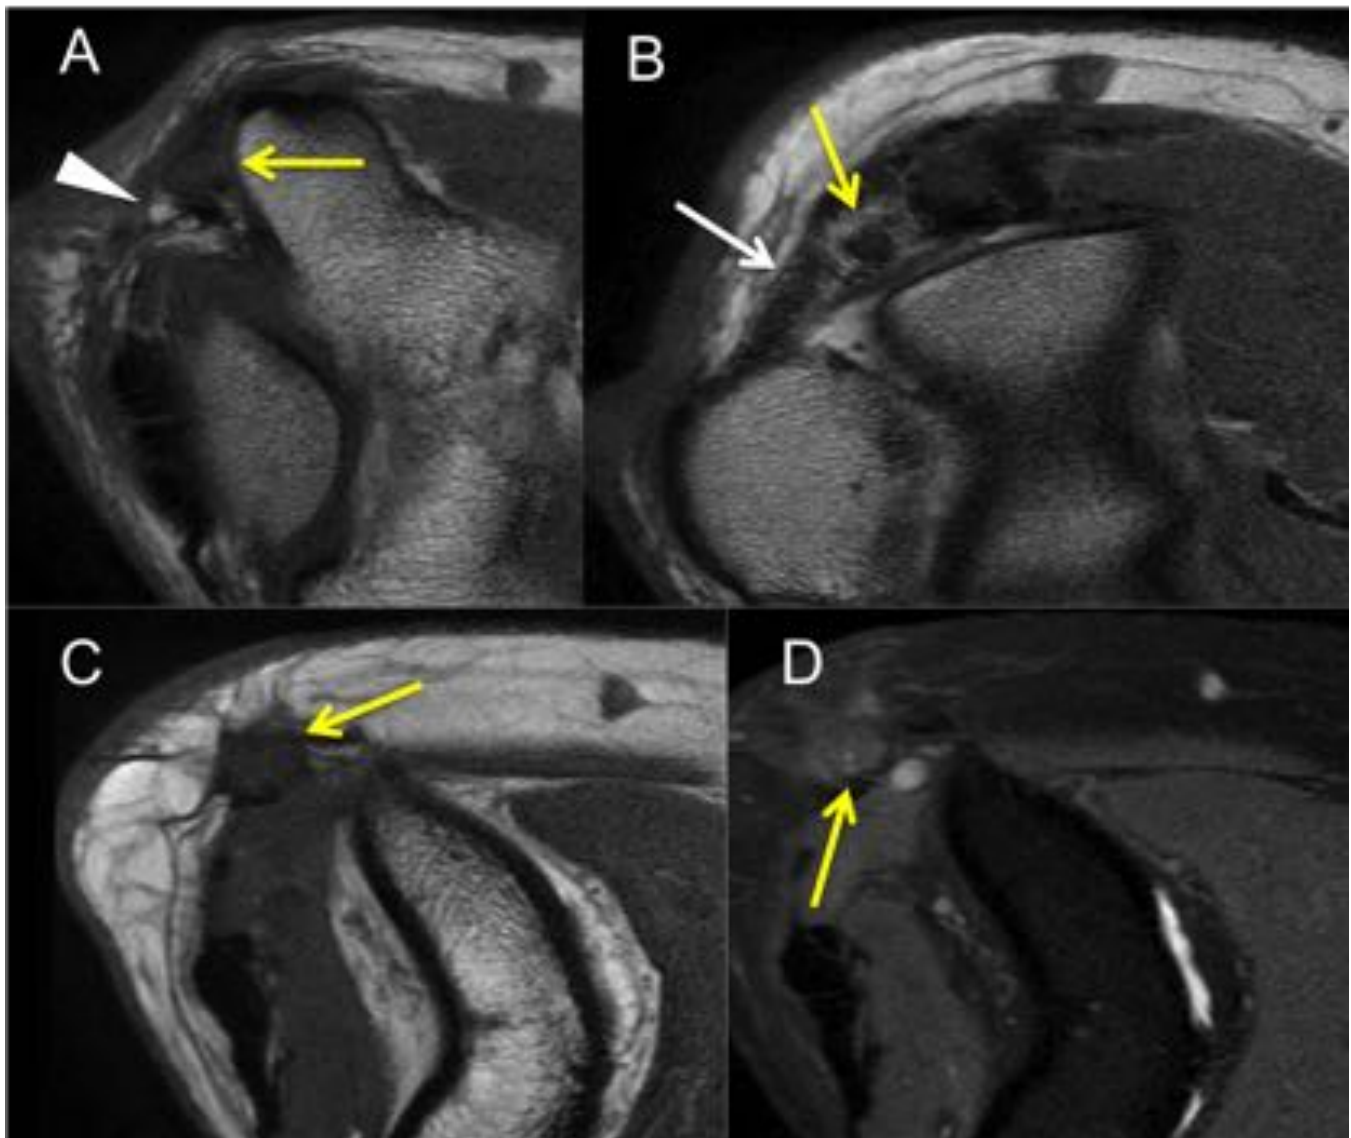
RM plano axial. A. Secuencia T1 con ausencia de retináculo proximal (punta de flecha) el nervio muestra engrosamiento y pérdida de la señal grasa perineural. El nervio se encuentra en su ubicación normal. (flecha amarilla). B. Axial T1. Hacia distal el retináculo es normal. (flecha blanca). C. Axial T1. el nervio a nivel proximal se encuentra engrosado con pérdida del plano graso perineural. D. Secuencia axial DP SPAIR. Edema neural y en la grasa adyacente. Paciente con liberación incompleta del nervio cubital.
